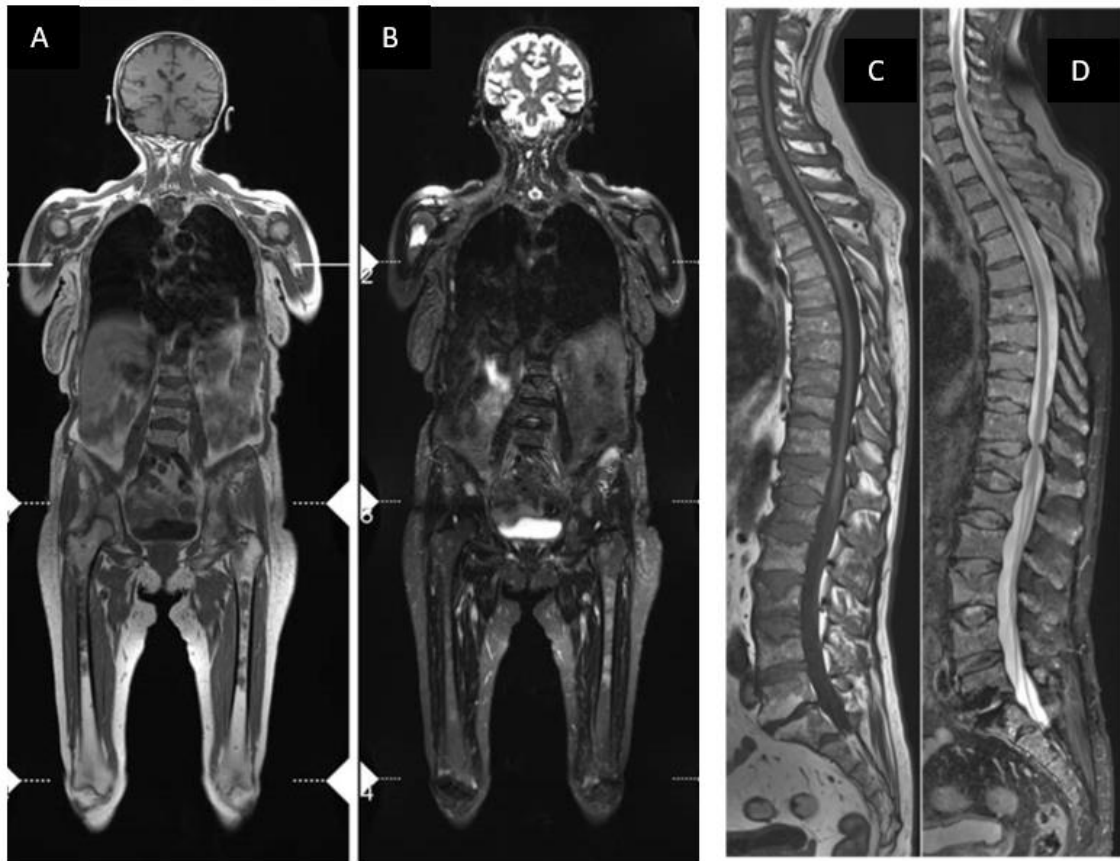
RMN de cuerpo entero.
